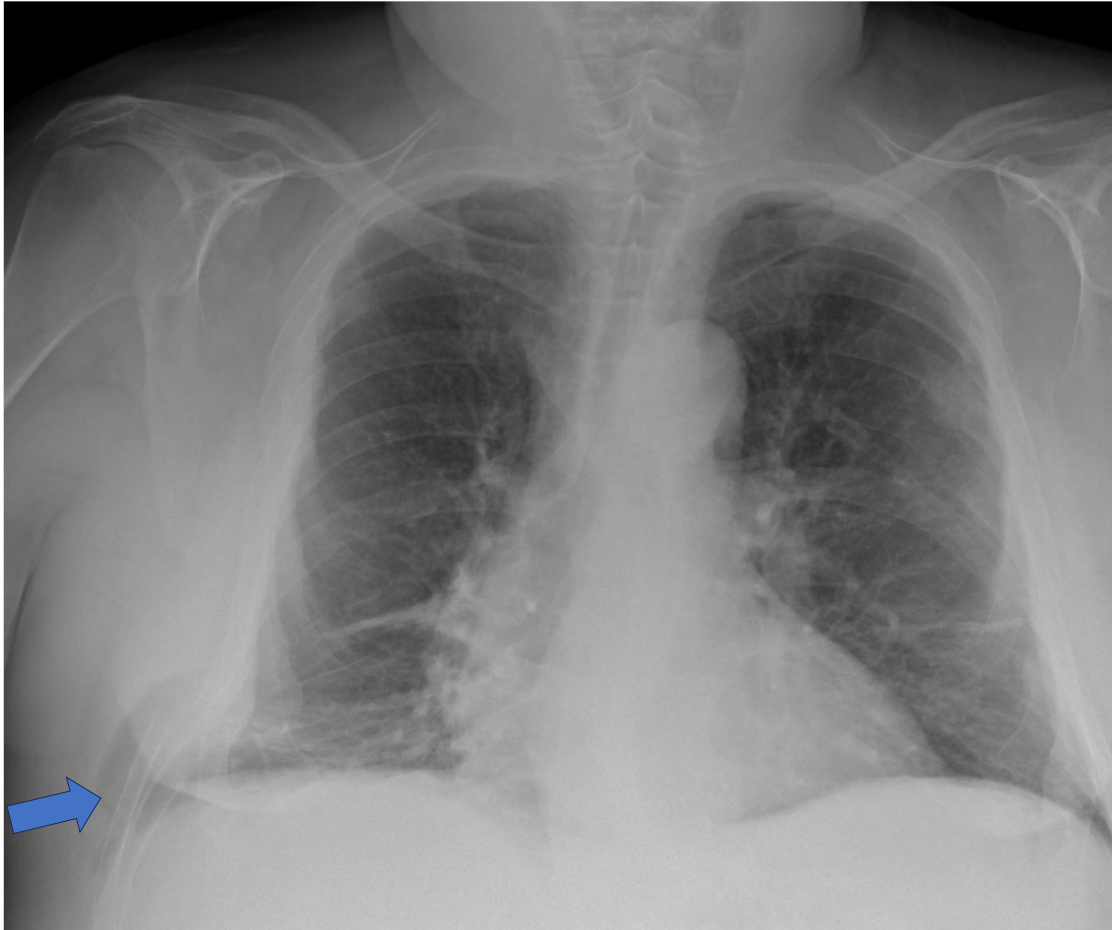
Radiografía de tórax, proyección posteroanterior. Paciente que presenta tos, dolor costal derecho, disnea y desaturación. Se observa un área radiolúcida fuera de la cavidad torácica derecha, compatible con parénquima pulmonar, lo que sugiere hernia pulmonar (flecha). Asocia fractura desplazada de la octava costilla.
